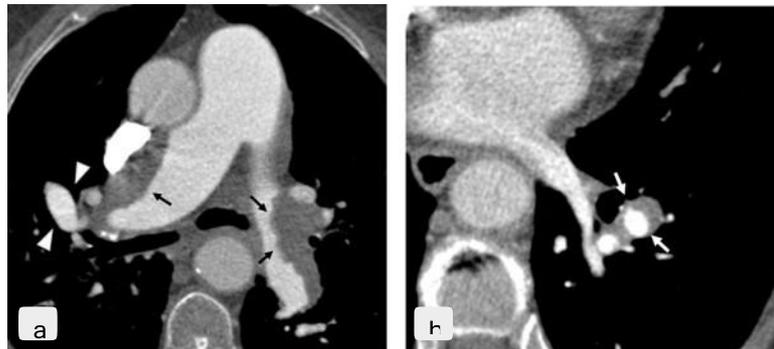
Angiotomografía mostrando signos de tromboembolismo pulmonar crónico.
